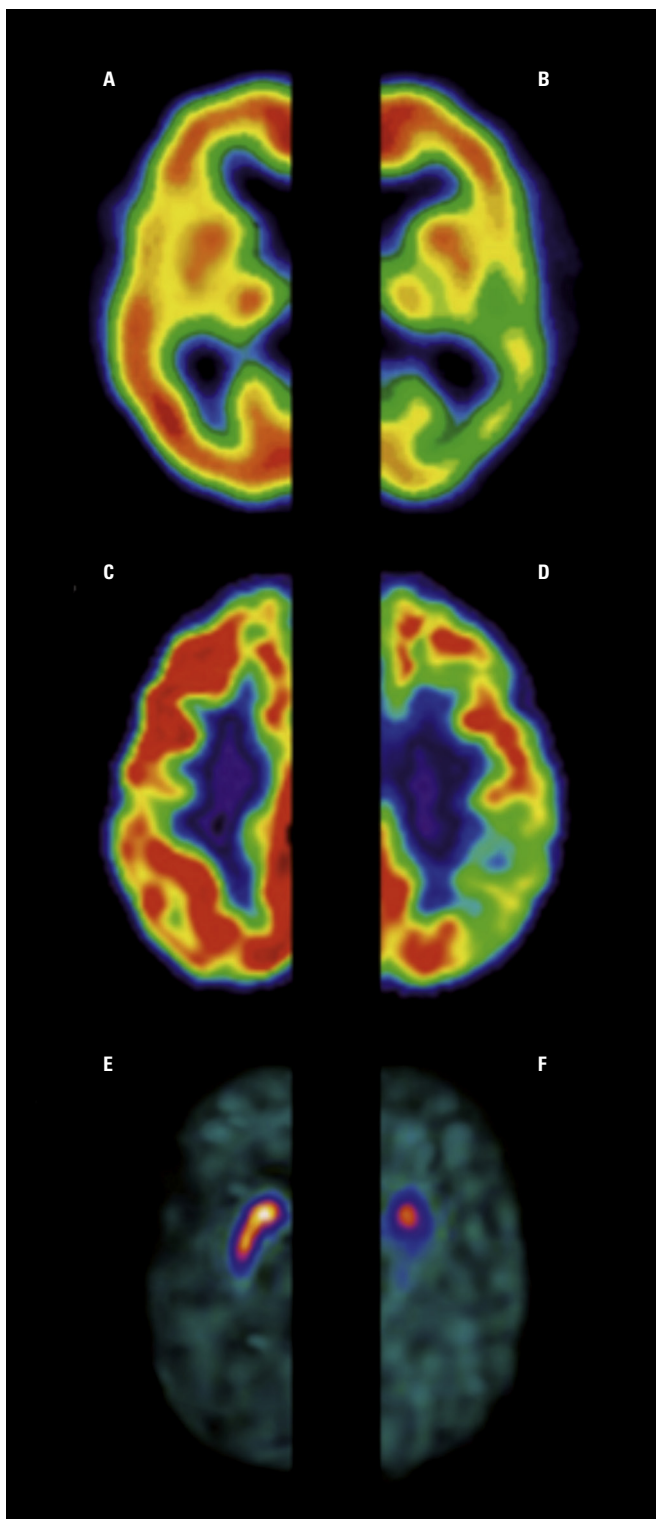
Pruebas de neuroimagen funcional en demencia. A: SPECT cerebral con patrón de perfusión normal. B: SPECT cerebral en paciente con enfermedad de Alzheimer que muestra hipoperfusión temporal. C: PET-FDG cerebral con patrón metabólico normal. D: PET-FDG cerebral en paciente con enfermedad de Alzheimer que muestra hipometabolismo parietal. E: DATScan® normal. F: DATScan® con lesión de vía nigroestriatal en paciente con demencia con cuerpos de Lewy.
